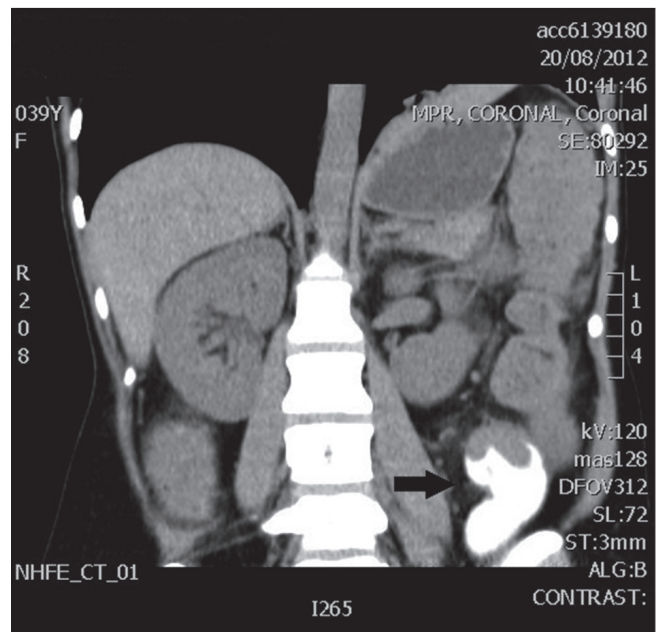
TC abdominal: tumoración estenosante del tercio distal del colon descendente (flecha).
